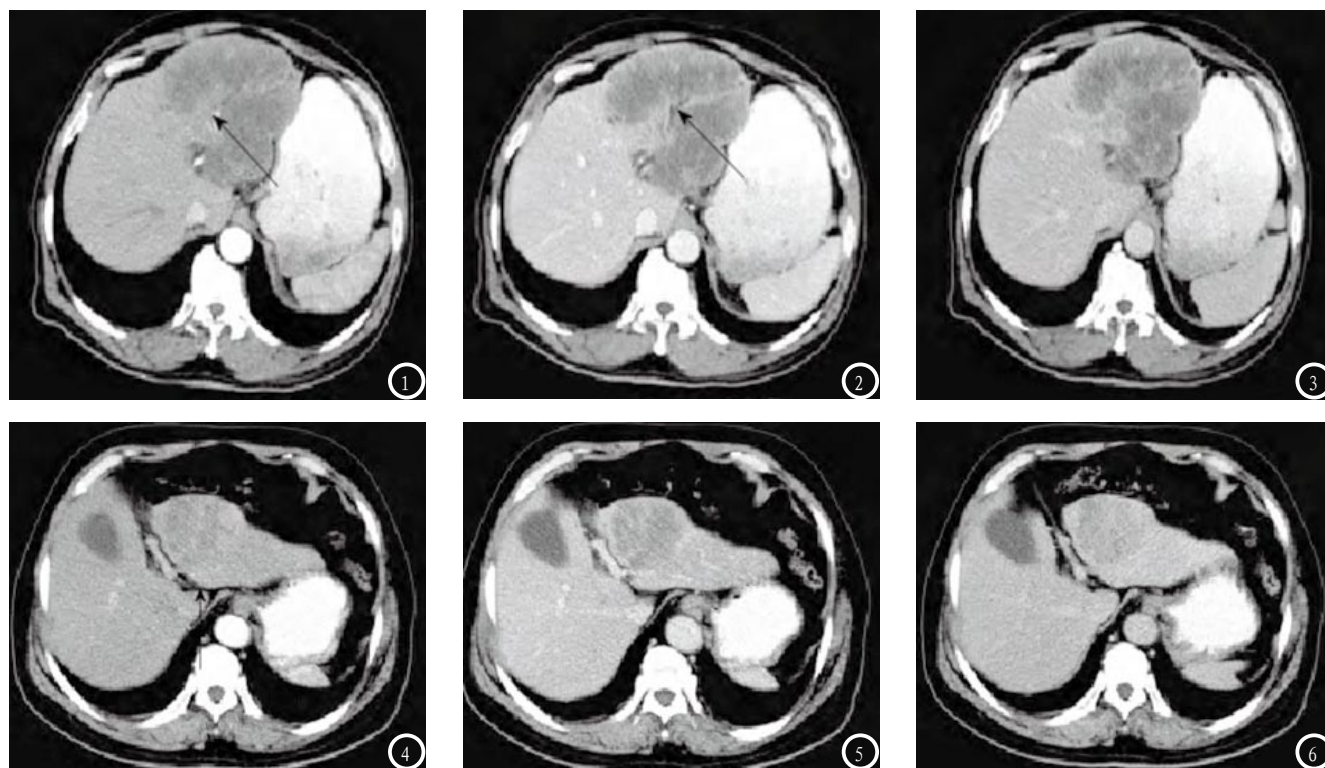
ICC增强CT图像（图1：动脉期肿块边缘呈轻度强化，可见肝动脉分支；图2：可见肝叶萎缩，周围胆管扩张，分叶征及肝包膜内陷；图3：可见延迟强化）。图4-6 低分化肝细胞癌增强CT图像（图5：动脉期肿瘤呈轻度强化表现；图4-5：门脉期及延迟期可见对比剂相对廓清）。
